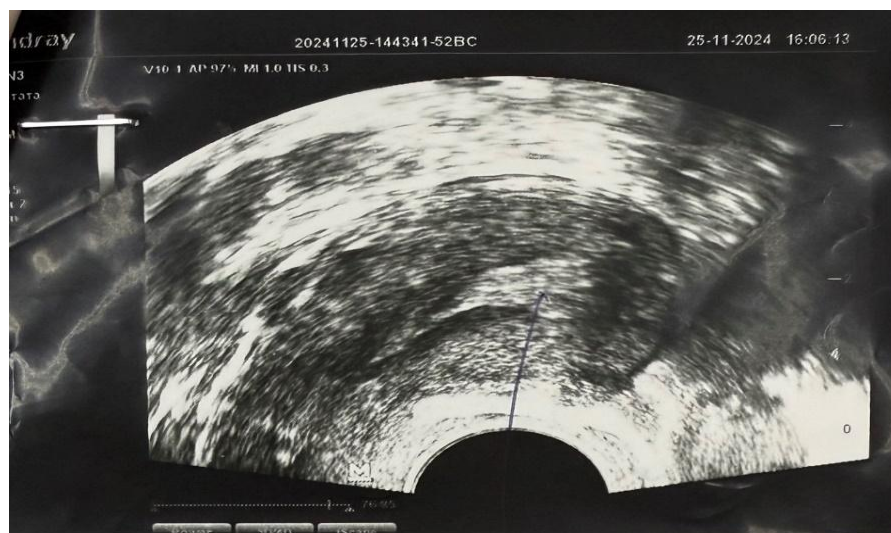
УЗИ пациентки, 25 лет, с полипом эндометрия на фоне положения антифлексии
